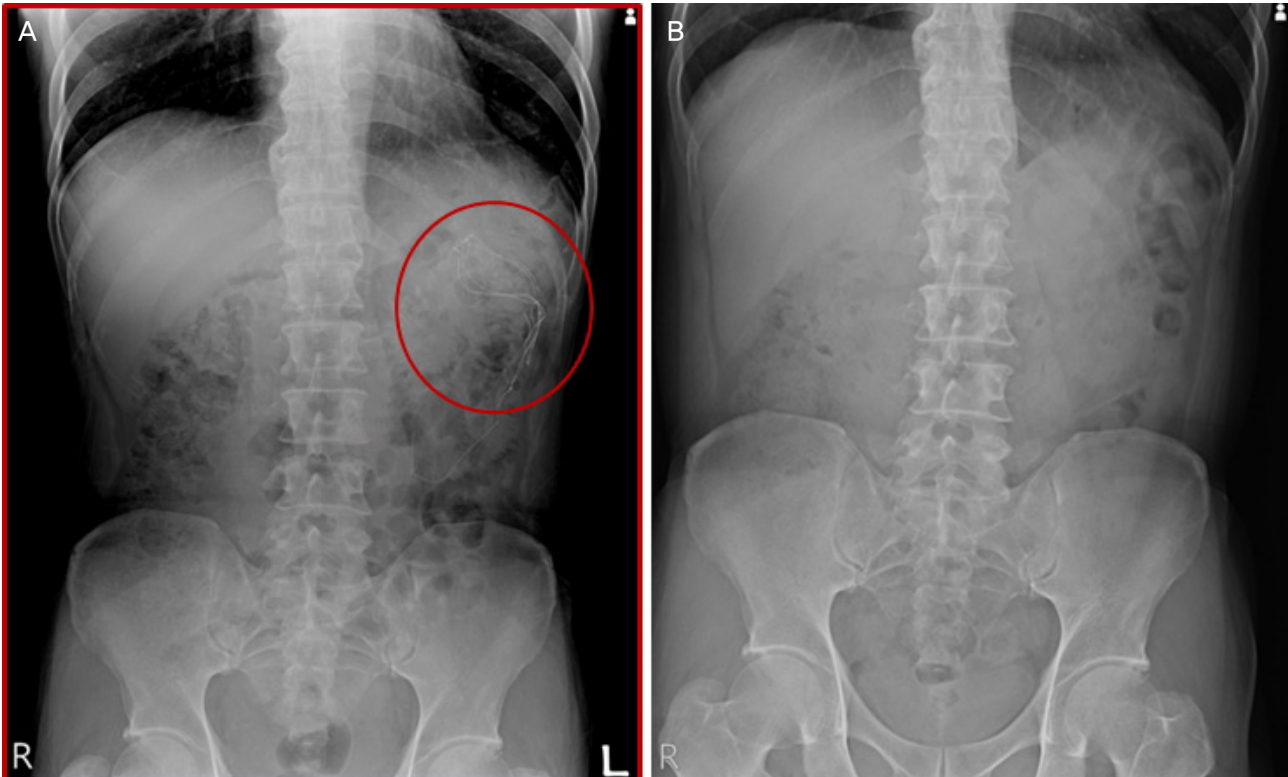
Abdominal X-ray image after accidental swallowing of cottonoid. (A) X-ray image performed right after surgery. Five X-ray detectable strings were found at stomach level (red circle). (B) X-ray image performed 4 days later, The X-ray detectable strings were no longer found and we guessed these were discharged with feces.
